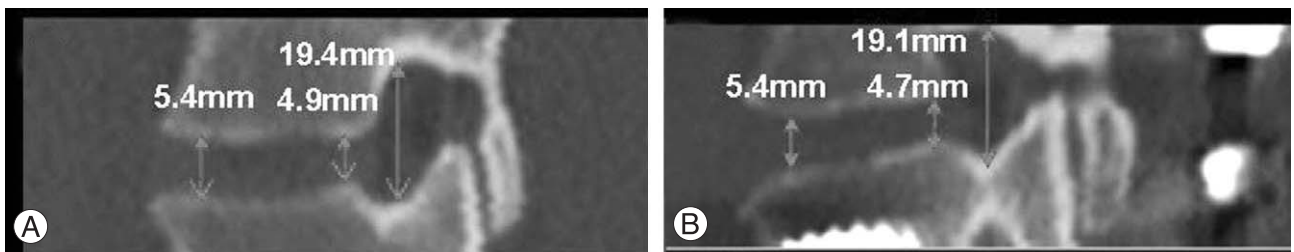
A 65-year-old woman with spinal stenosis on L4-5 that treated posterolateral fusion with pedicle screw fixation. (A) Left side sagittal reconstruction image of preoperative CT scan (B) Left side sagittal reconstruction image of six-month postoperative CT scan shows slight decrease of the posterior disc height, width and area of neural foramen.
